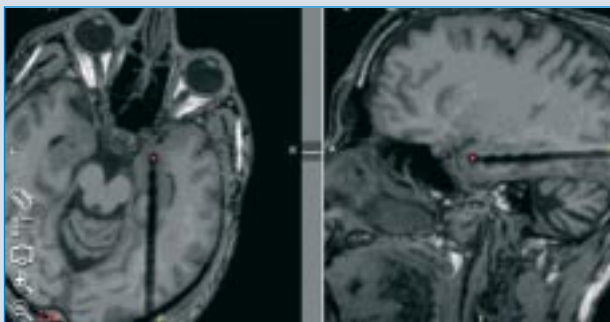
Image à résonance magnétique (IRM) d'un patient implanté.
